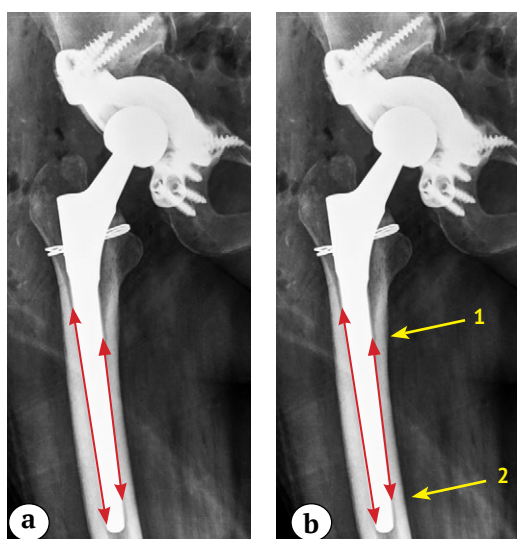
Рентгенограммы левого тазобедренного сустава пациента 64 лет после ревизионной операции:
